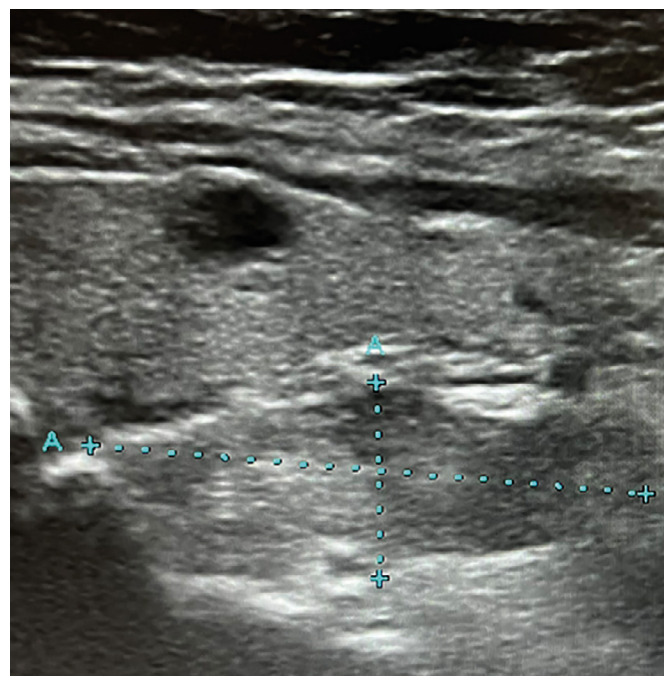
УЗИ околощитовидных желез: образование в месте локализации правой ОЩЖ размерами 21,5*7,8*11,3 мм, неправильной формы, неоднородной структуры, гипоэхогенное.
